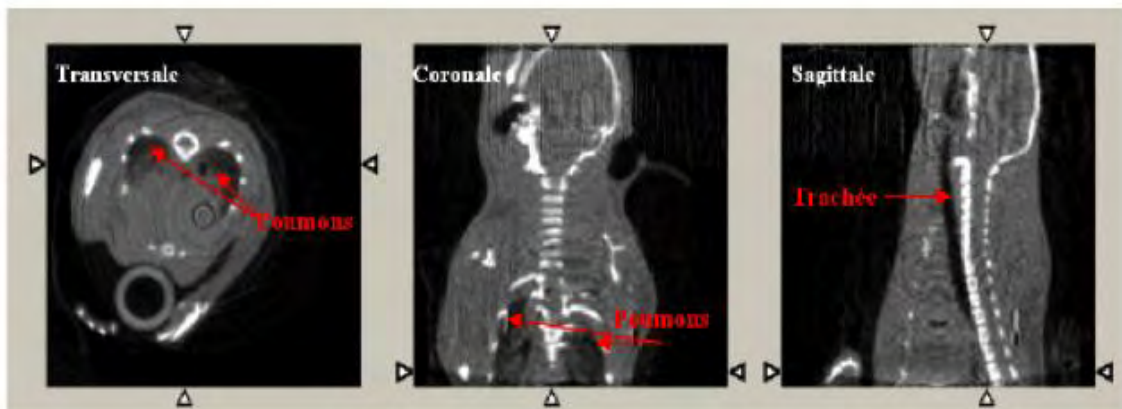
Différentes coupes d'une souris en CT
